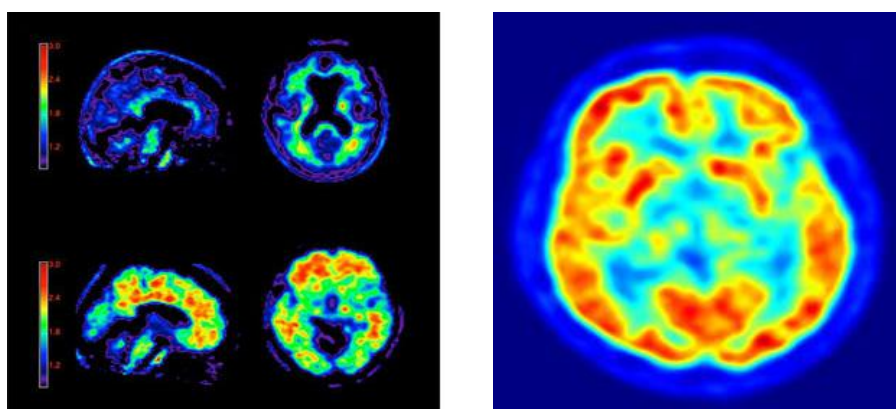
Tomografía por Emisión de Positrones PET. Imágenes de escáner del cerebro humano, se utiliza una sustancia radioactiva llamada marcador para averiguar una patología (Brink et al., 2004).
